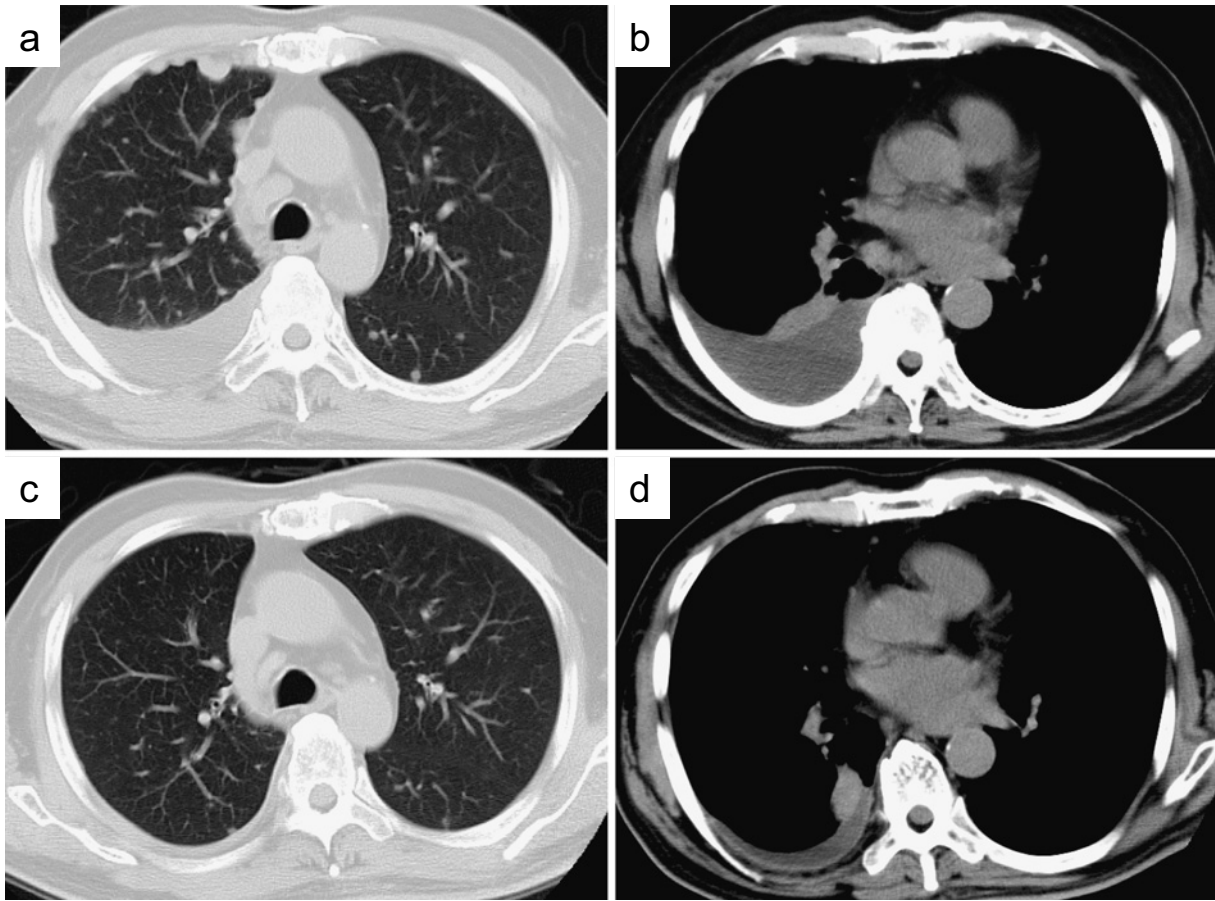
CT images show the changes in the lung tumor and pleural effusion in the course of gefitinib treatment. Plain chest CT on admission depicting right pleural effusion and pleural dissemination (a), and a tumor was observed in the right lower lobe (b). Plain chest CT two months after the gefitinib therapy shows that the pleural dissemination has nearly vanished (c) with significantly decreased right pleural effusion (d).
